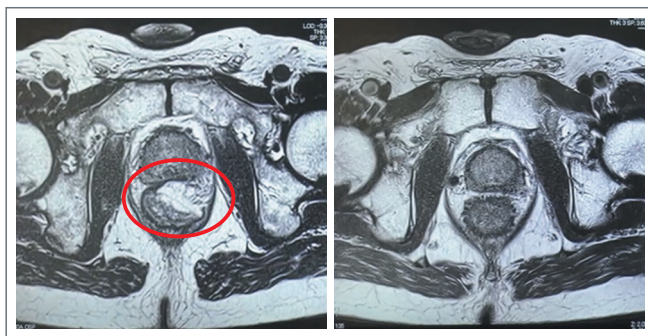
症例3におけるMRI画像(左:治療3週間後、右:治療2年後)
